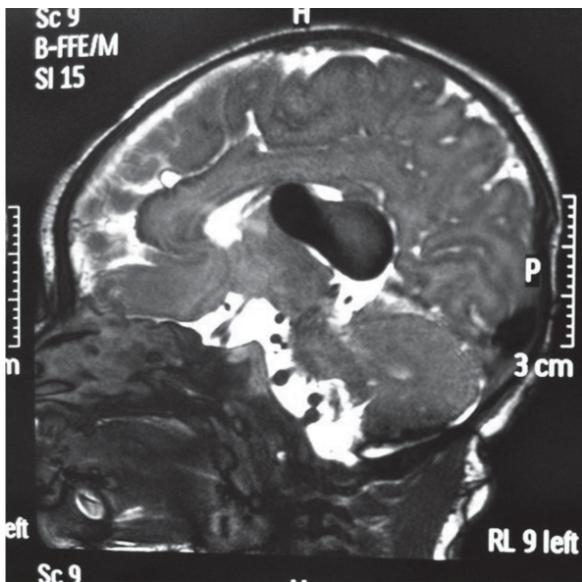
Imagen por resonancia magnética realizada durante el período neonatal, en donde se observa malformación aneurismática de la vena de Galeno.
